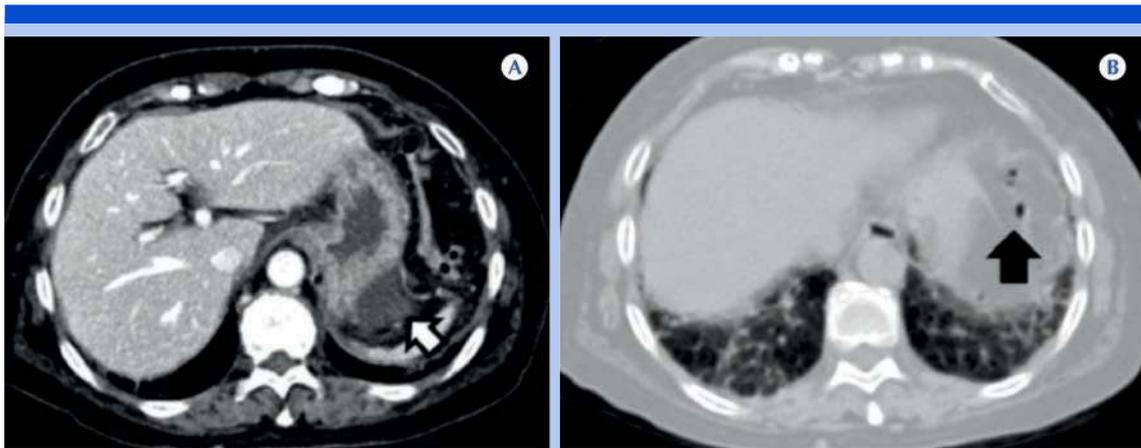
A-B) Femenina con diagnóstico clínico de presunción de “dolor abdominal en estudio”, automedicada en casa con analgésicos, omeprazol y ranitidina; selección de imágenes axiales de tomografía con contraste intravenoso con ventana para evaluar el contenido intraabdominal y con ventana pulmonar donde se evidencia colección de líquido intraabdominal localizado hacia la curvatura mayor gástrica, así como burbujas de gas (flecha negra) que condiciona la sospecha de perforación de víscera hueca. En el transoperatorio se evidenció perforación gástrica.
